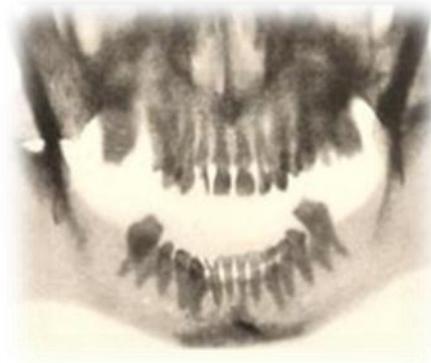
Primer Radiografía de cráneo.⁷
